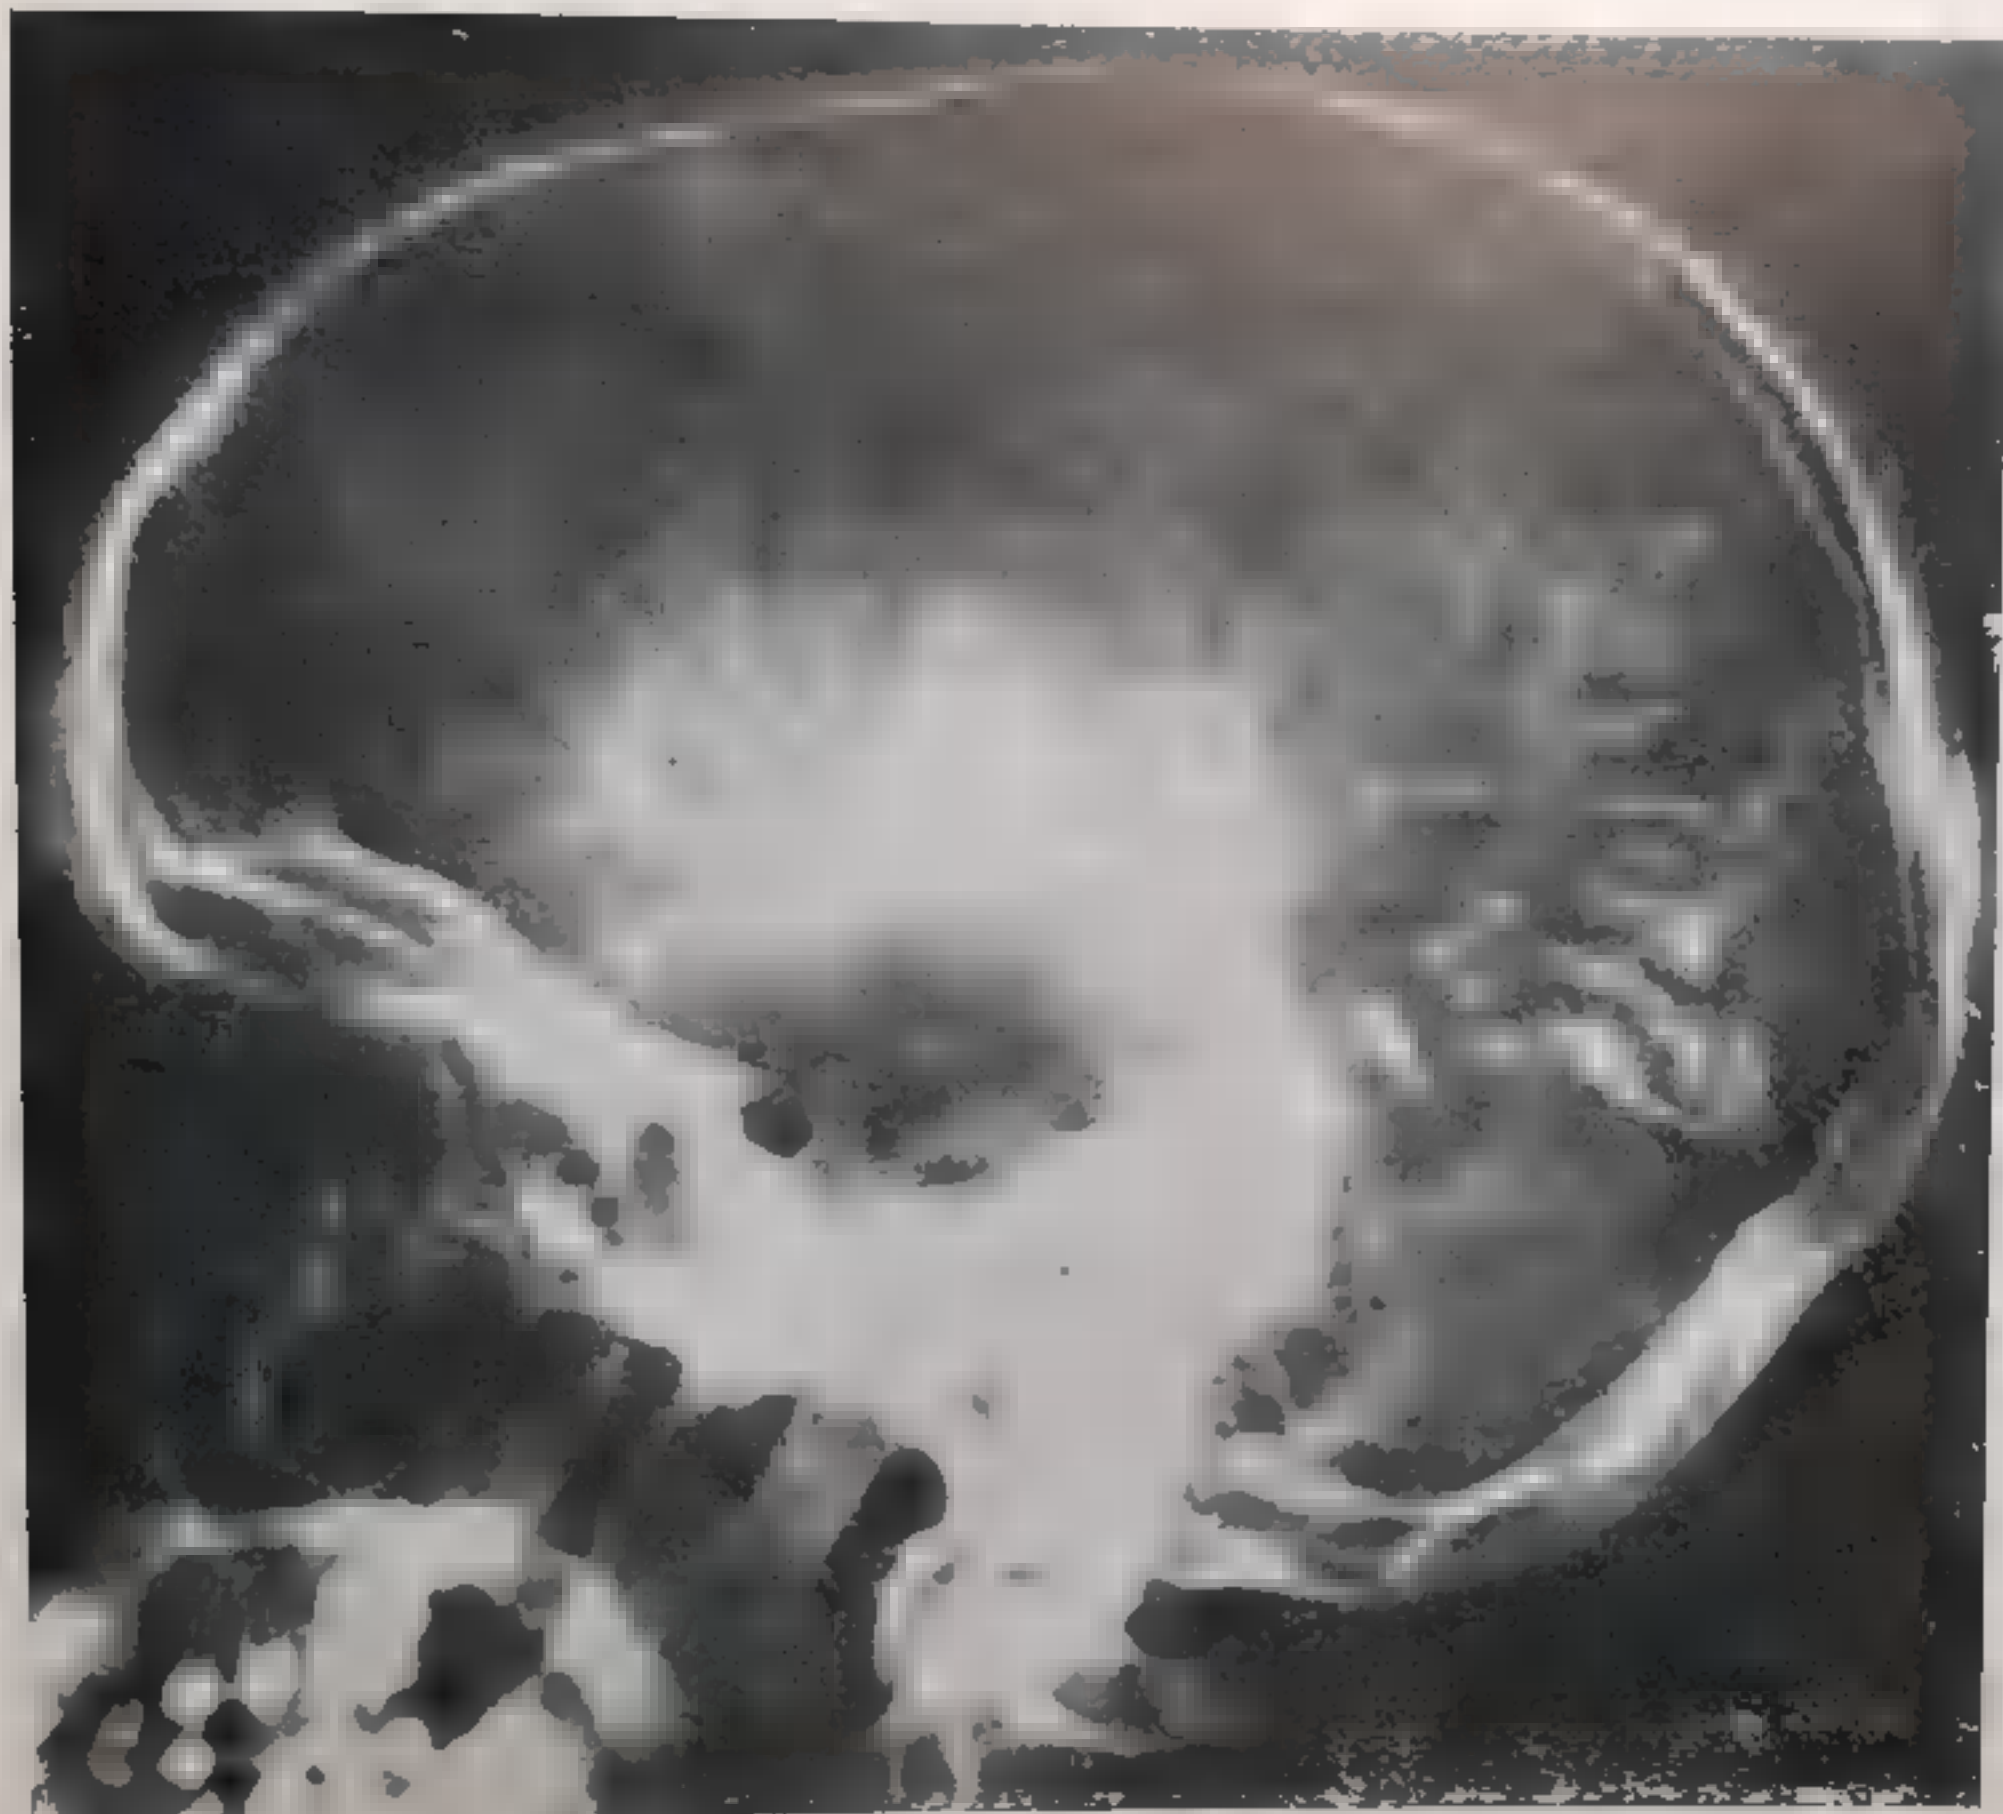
Ангиорентгенограмма черепа 12-летнего мальчика с синдромом Штурге-Вебера, сопровождавшимся идиотией, эпилепсией и ангиомой, исходящей из оболочек
